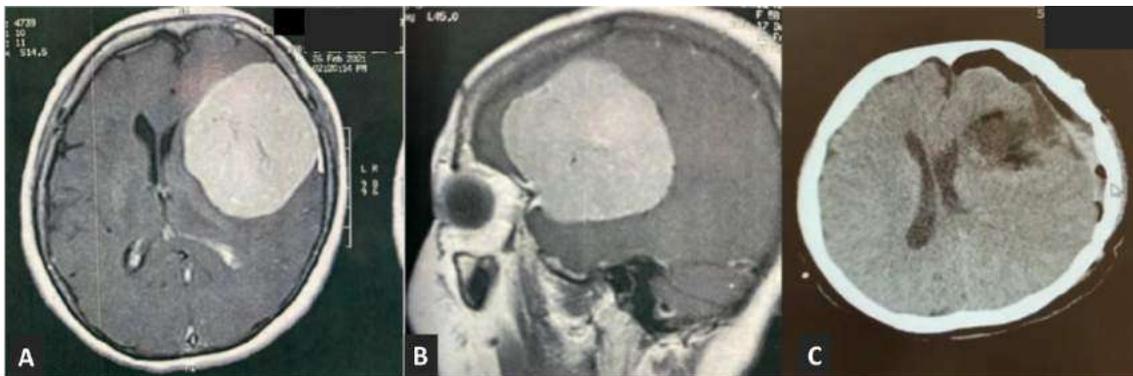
RM com evidência de extenso meningioma de convexidade à esquerda em A. corte axial; B. corte sagital e C. imagem de TC pós-operatória.
